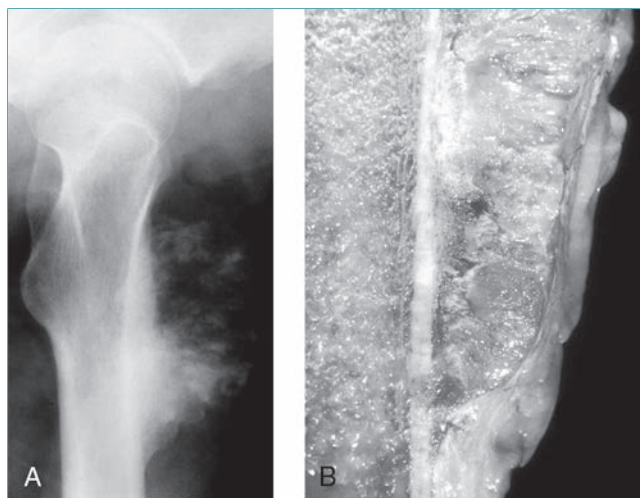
Osteosarcoma perióstico. A, La radiografía presenta una lesión en el fémur proximal. B, Fotografía macroscópica de la pieza de resección quirúrgica. C, La imagen microscópica revela una lesión cartilaginosa lobulillar con celularidad moderada. Esta imagen hace sospechar un tumor maligno de cartilago. Una zona presenta producción de osteoide que confirma el diagnóstico de osteosarcoma perióstico, que de manera característica tiene un aspecto condroblástico. (Reproducida con autorización de Hornicek FJ: Osteosarcoma of bone, en Schwartz HS, ed: *Orthopaedic Knowledge Update: Musculoskeletal Tumors*, ed 2. Rosemont, IL, American Academy of Orthopaedic Surgeons, 2007, p 167.)
